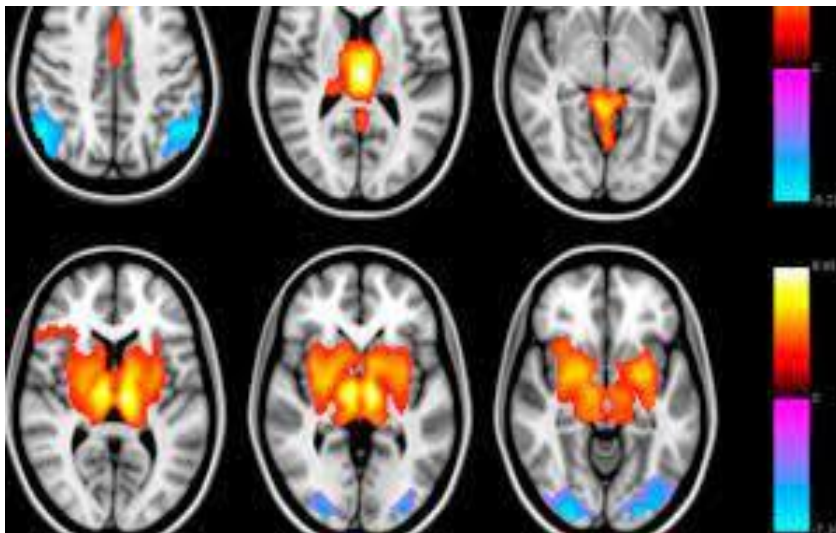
Епілептичні ураження на знімку МРТ.
